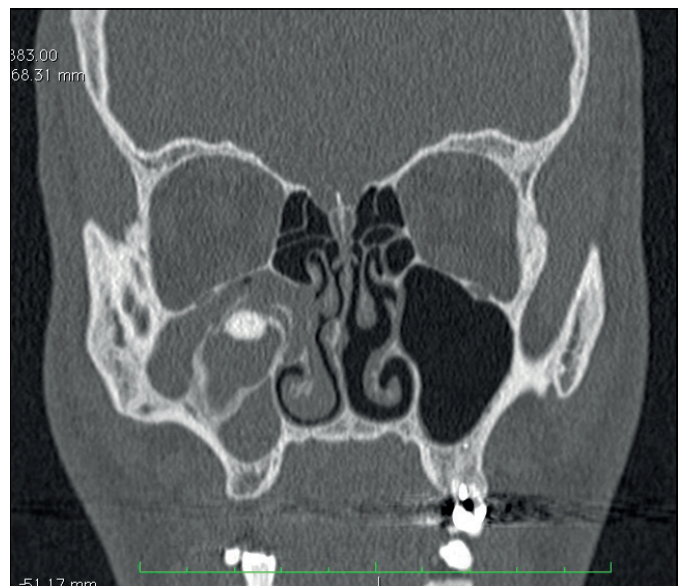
TDM du massif facial sans injection en coupe coronale. Comblement du sinus maxillaire droit. Image hyperdense de forme arrondie entourée d'une image moins dense. Cloison osseuse intrasinusienne allant de la paroi latérale du sinus au système méatique. L'ensemble refoulant la cavité sinusienne vers le bas.
